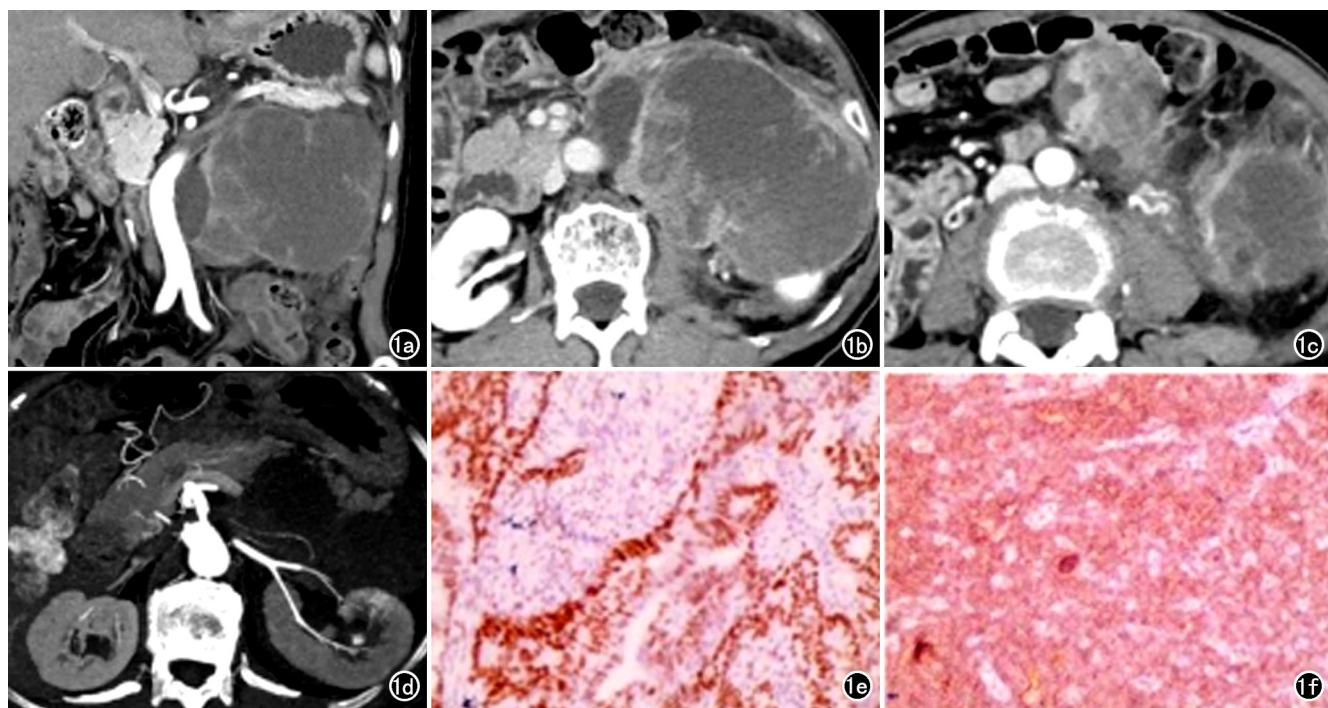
成人型颗粒细胞瘤患者,女,75 岁。a)腹部增强 CT 示左侧腹膜后巨大囊实性肿块,大小约 $14.3\text{ cm} \times 8.5\text{ cm} \times 9.8\text{ cm}$,边界可见;b)病灶内实性成分呈渐进性强化;c)因左肾静脉受侵,肿块周围侧支循环形成;d)病灶血供来源于腹主动脉;e)免疫组化示 WT1 阳性表达($\times 400$,IHC 染色);f)免疫组化示 α -Inhibin 阳性表达($\times 400$,IHC 染色)。
